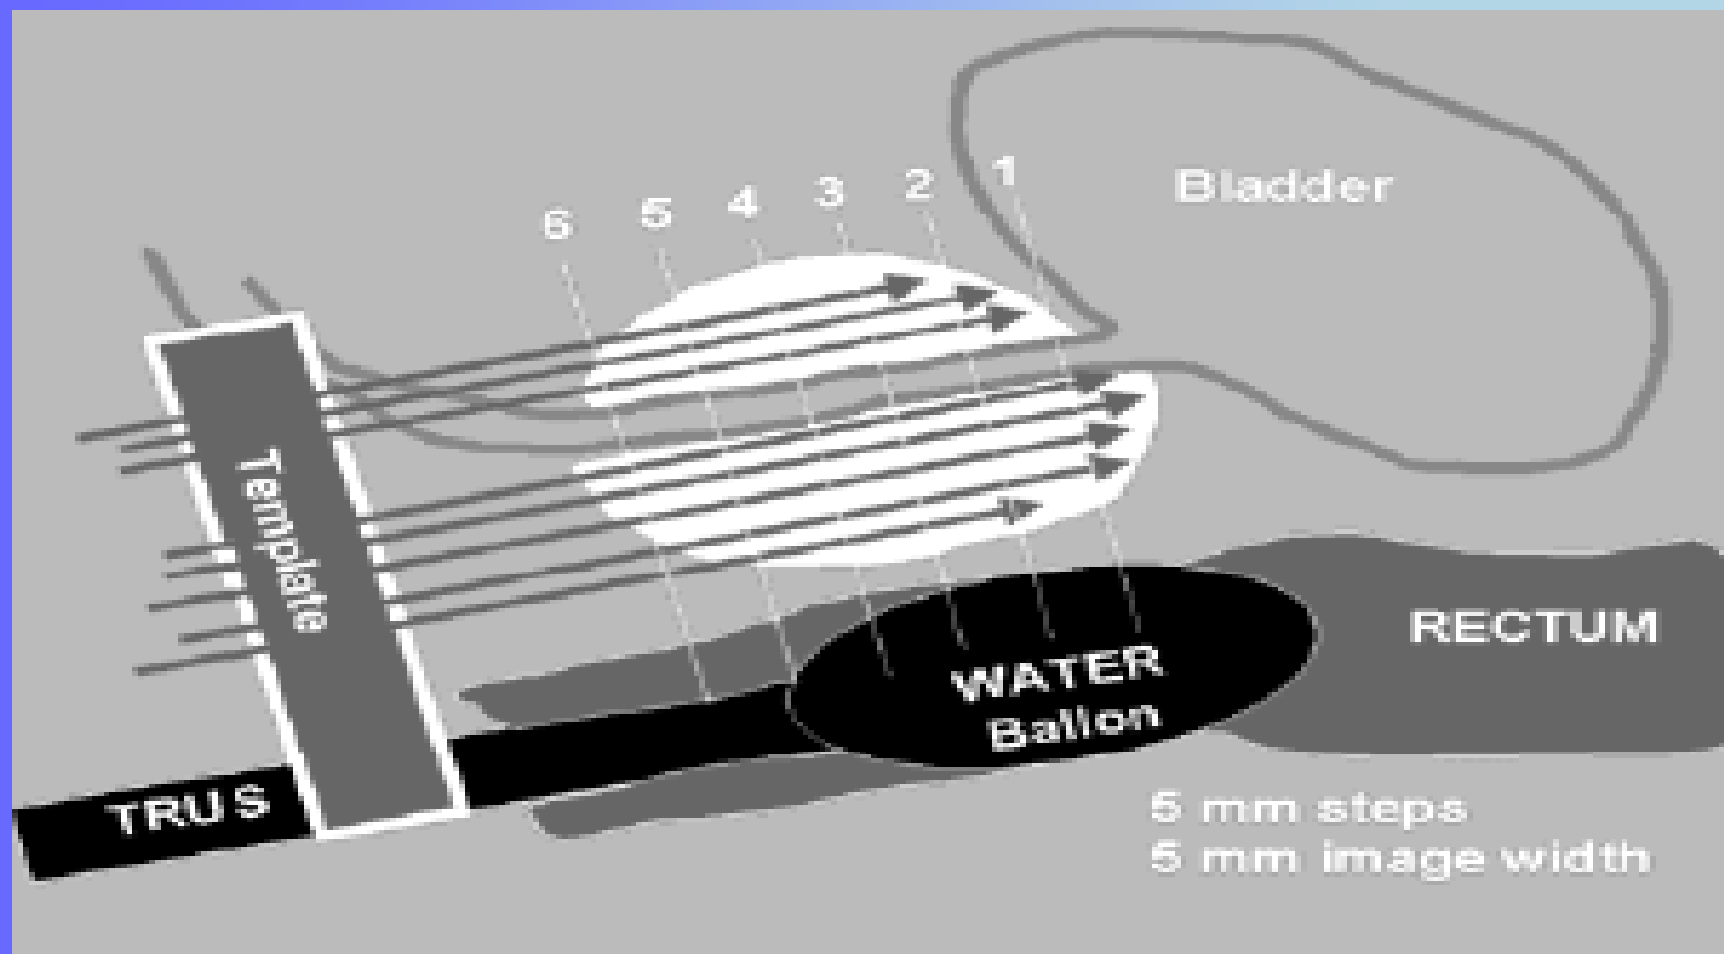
i 3D przy użyciu USG
